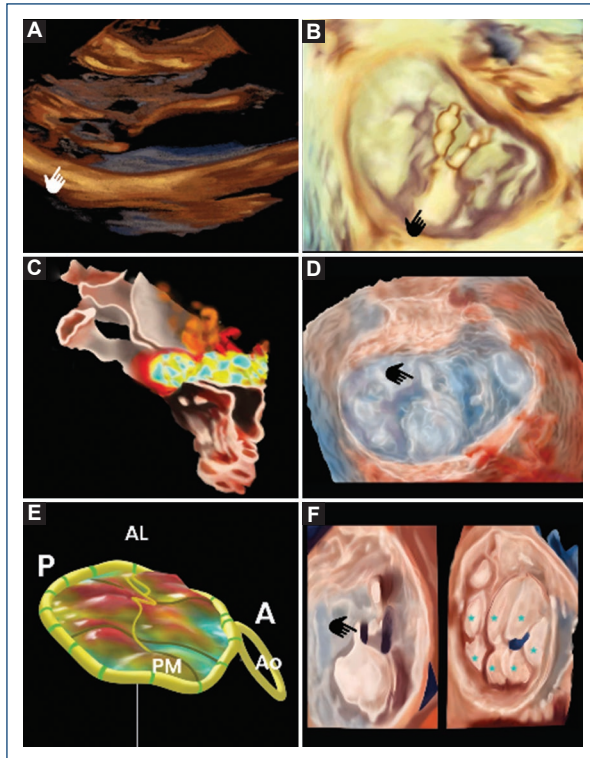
Ecocardiografía mitral en tercera dimensión (3D). A: ecocardiograma transtorácico 3D en el que se aprecia la disyunción del anillo mitral a nivel de la pared inferolateral del ventrículo izquierdo. B: ecocardiograma transesofágico 3D en el que se visualiza un prolapso de festón P2. C: insuficiencia mitral identificada por Doppler color con efecto de transparencia en el ecocardiograma transesofágico 3D. D: ecocardiograma transesofágico 3D con técnica de transparencia en el que se aprecia *flail* en P2 (señalado). E: modelo cuantitativo de la válvula mitral y su anillo en 3D que muestra un prolapso de múltiples festones en ambas valvas (enfermedad de Barlow). F: a la izquierda, imagen de ecocardiograma transesofágico 3D en la que se aprecia un prolapso del festón P2 (señalado) con función de transparencia; a la derecha, enfermedad de Barlow con múltiples festones prolapsados con función *true view* (estrellas). Ao: aorta; PM: posteromedial; AL: anterolateral, A: anterior; P: posterior
